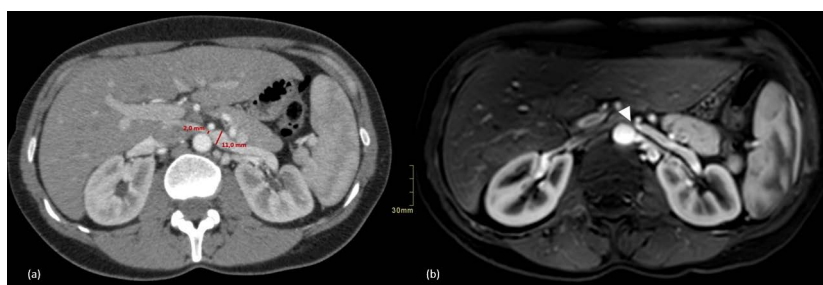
A: Axial contrast-enhanced abdominal CT scan shows a significant compression of the left renal vein by the aorta and the superior mesenteric artery, with dilatation above the compression point and a 5.0 ratio between anteroposterior diameters of the prestenotic and stenotic points (normal ratio < 4.9); B: Axial contrast-enhanced abdominal MRI showing the same finding (white arrowhead).
